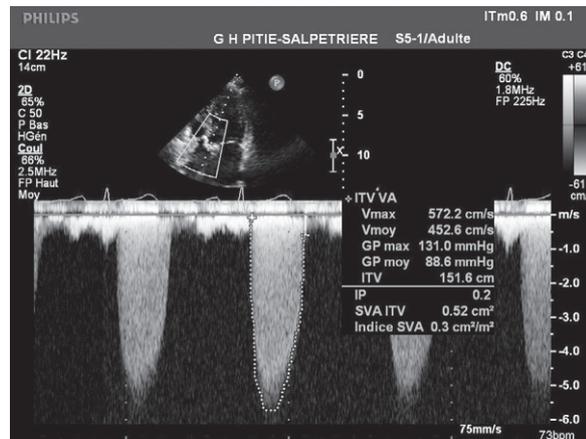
Vitesse maximale du sang mesurée à 5,72 m/s en doppler continu à travers une sténose aortique serrée.
